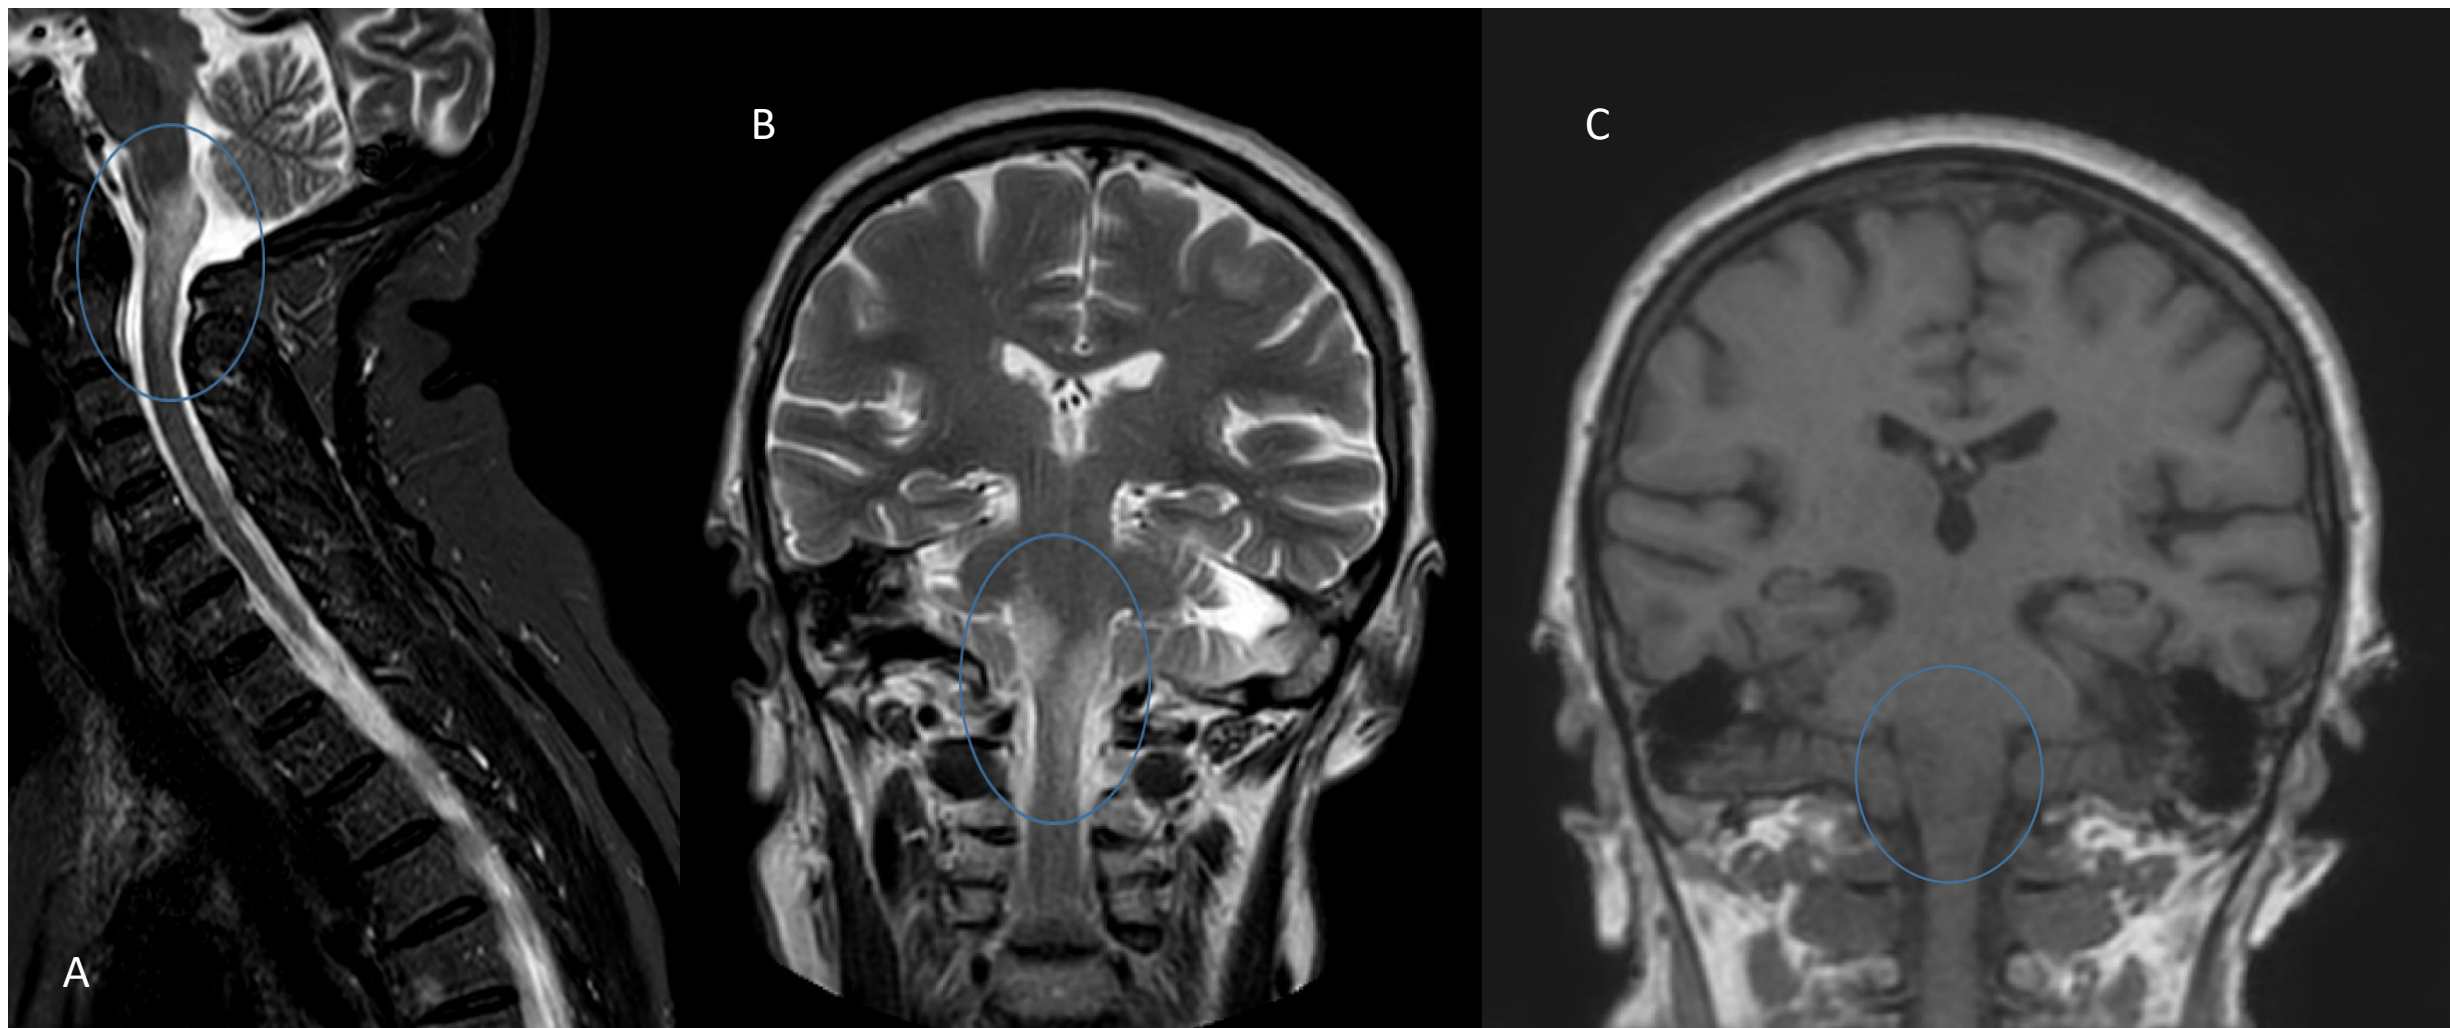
Romboencefalitis secundaria a Herpes Virus 1. A: RM sagital STIR: Alteración de señal a nivel de la unión bulbo-medular. B: RM coronal T2: Hiperseñal en la unión bulbo-medular y pedúnculo cerebeloso derecho. C: RM coronal T1: Hiposeñal en la unión bulbo-medular y pedúnculo cerebeloso derecho.
